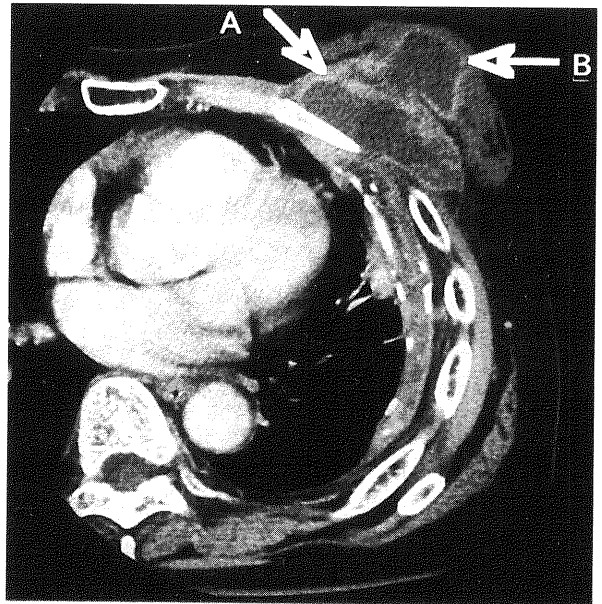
手術直前のCT検査。矢印Aは既存の膿瘍を示し、矢印Bは新たに生じた乳腺内膿瘍を示す。
